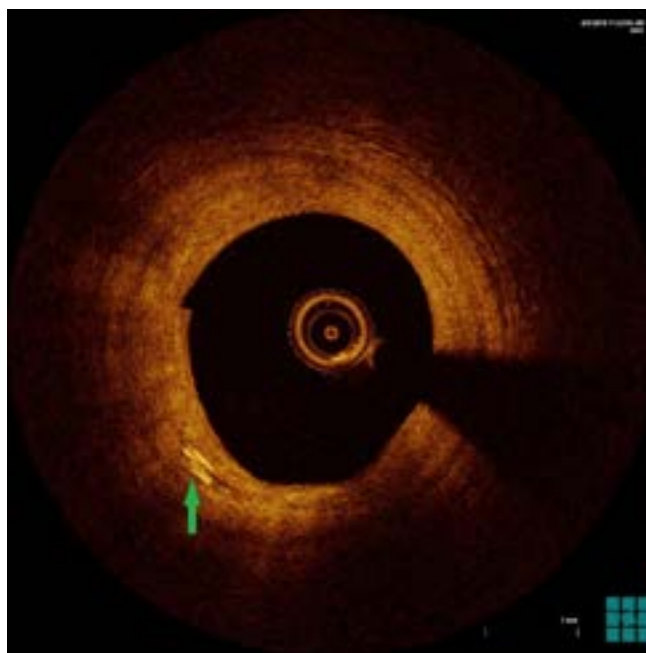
Визуализация кристаллов холестерина (отмечены зеленой стрелкой) в атеросклеротической бляшке с помощью оптической когерентной томографии
